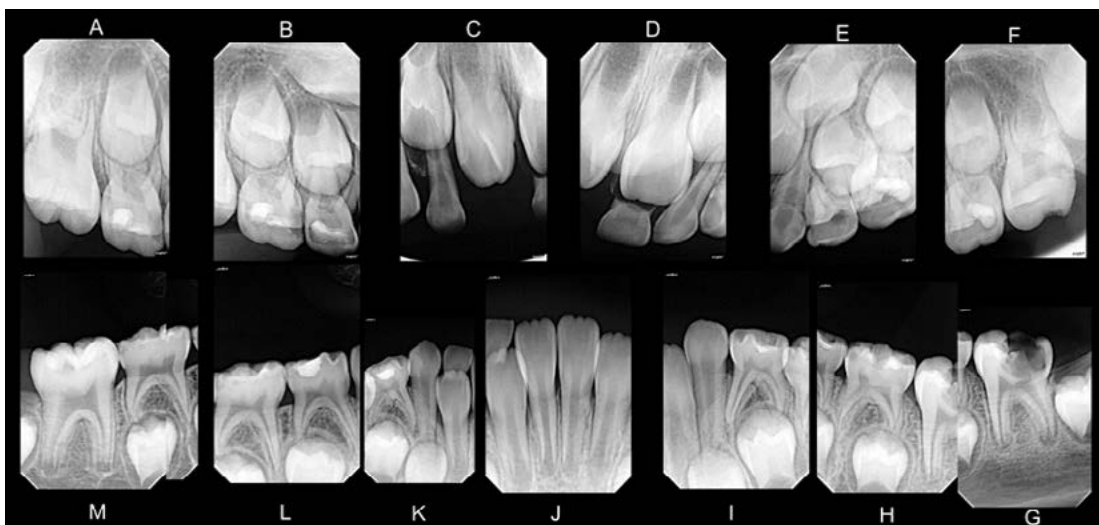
Set de radiografías periapicales, examen complementario para diagnóstico.
